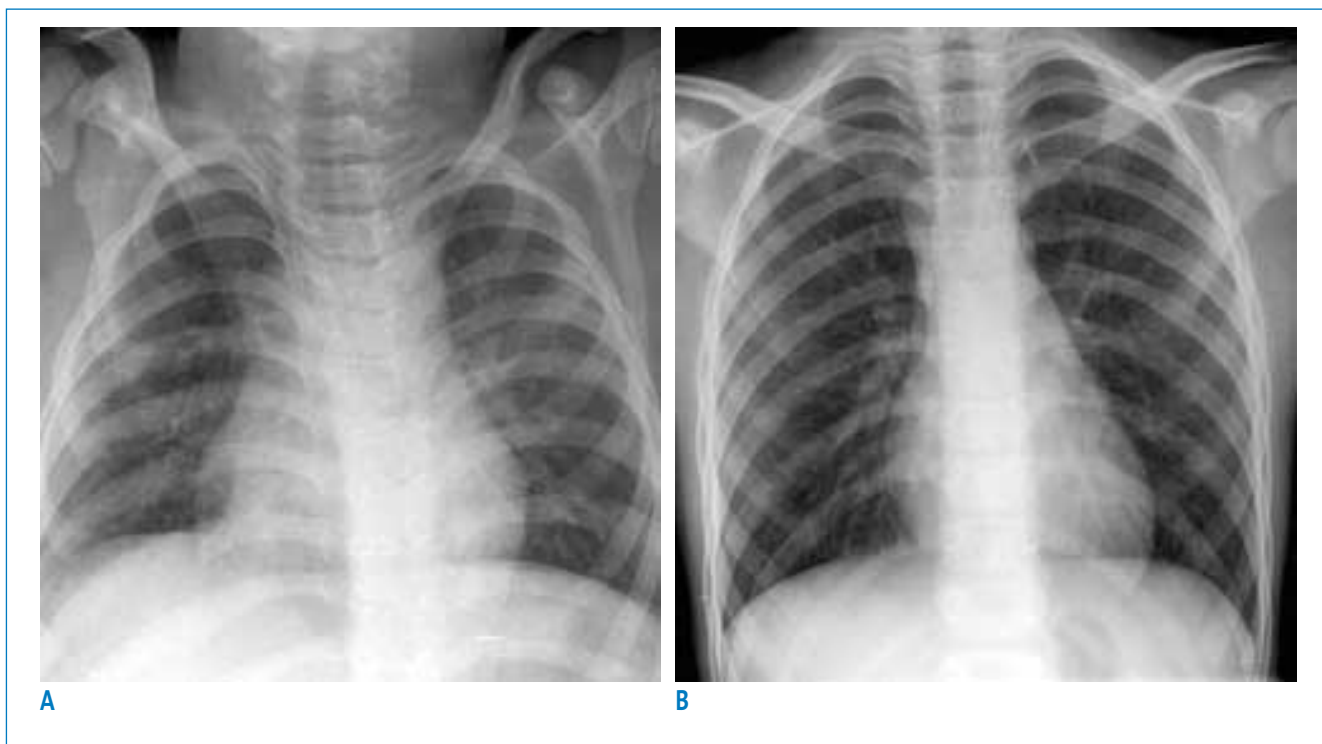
Radiografía espirada (A) y radiografía adecuadamente inspirada del mismo niño (B). La primera fue malinterpretada como patrón intersticial. En la segunda se aprecia la morfología rectangular alargada del tórax del niño mayor
